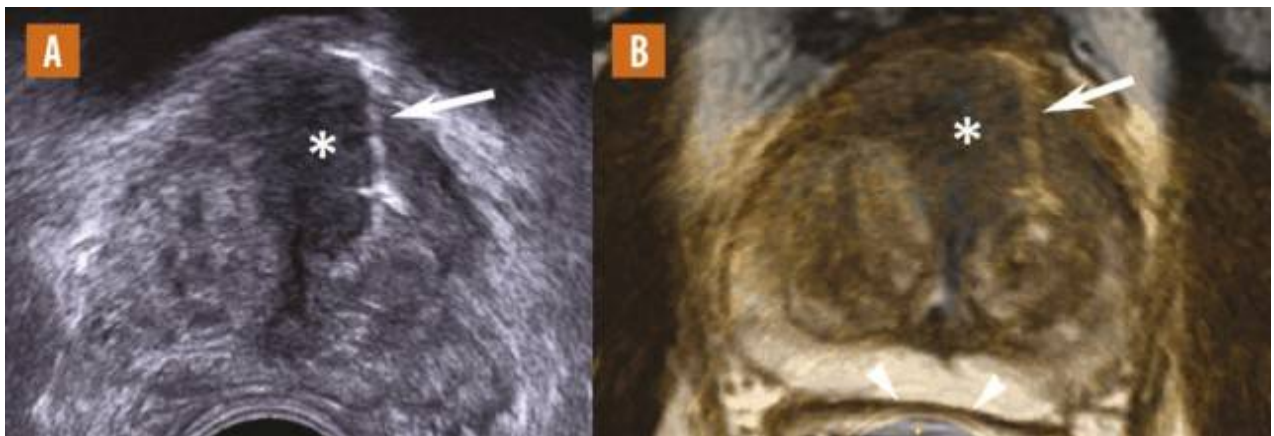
Biopsie ciblée avec fusion d'images 2D en temps réel (fusion par navigation). Lésion hypoéchogène antérieure peu spécifique (*) [A]. La fusion 2D en temps réel permet de superposer l'anomalie échographique et l'hyposignal IRM, visible sur la séquence T2 (*), évocateur de tumeur antérieure (B). (50)
